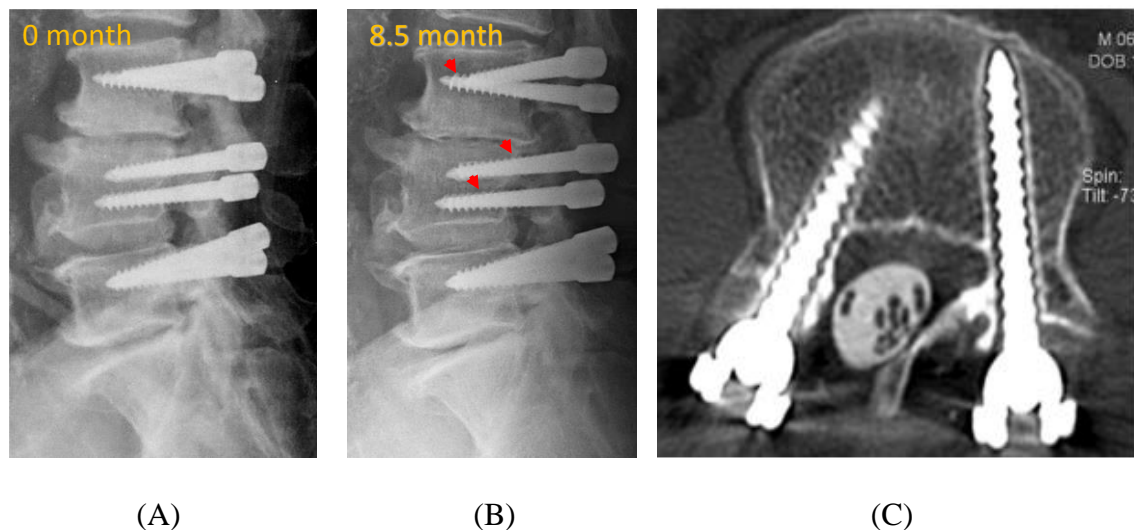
椎弓根螺釘鬆脫 (A)術後立即 X-ray 影像 (B)術後 8.5 個月 X-ray 影像 (C)螺釘鬆脫 CT 影像
